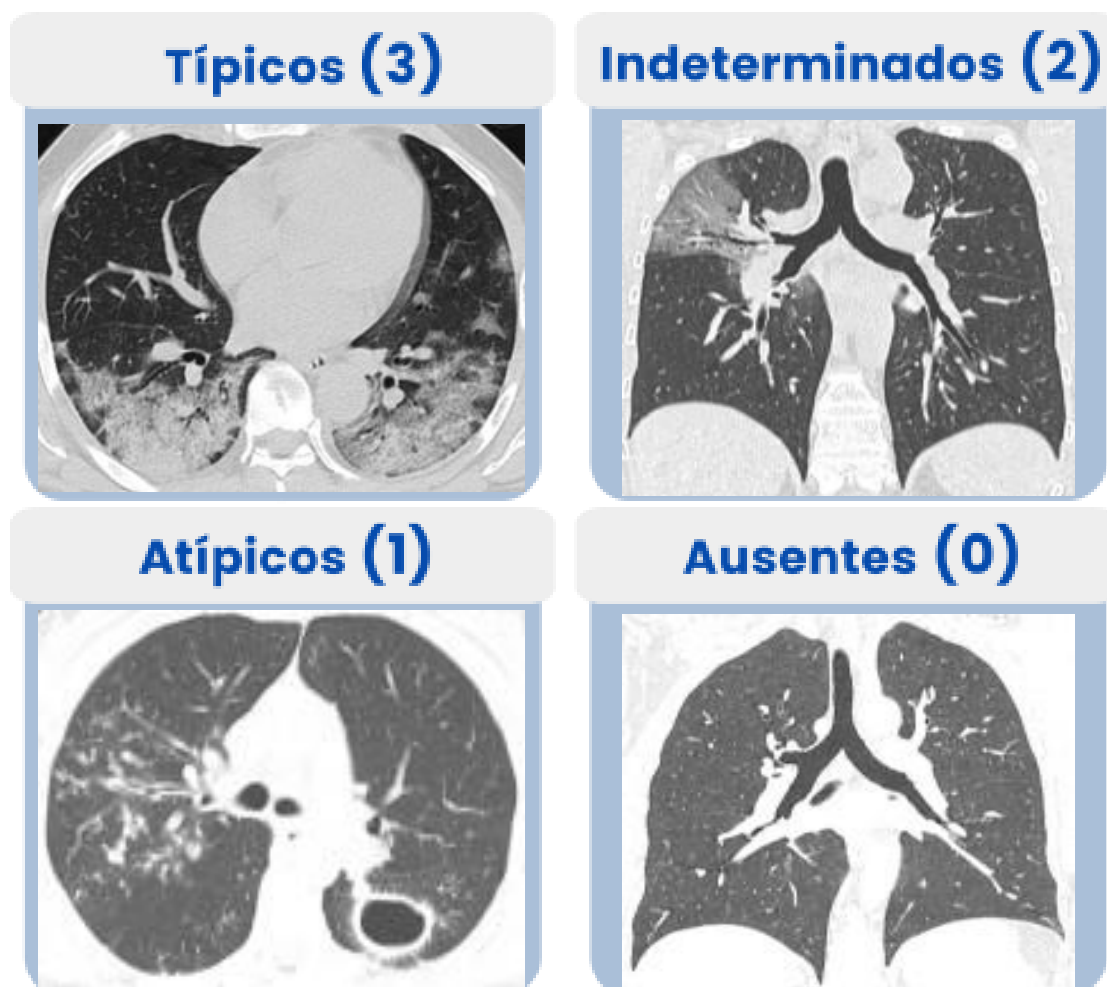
Classificação tomográfica estruturada (Simpson S, Kay FU, Abbara S, Bhalla S, Chung JH, Chung M, et al. Radiological Society of North America Expert Consensus Statement on Reporting Chest CT Findings Related to COVID-19. Endorsed by the Society of Thoracic Radiology, the American College of Radiology, and RSNA. Radiol Cardiothorac Imaging. 2020;2(2):e200152)
